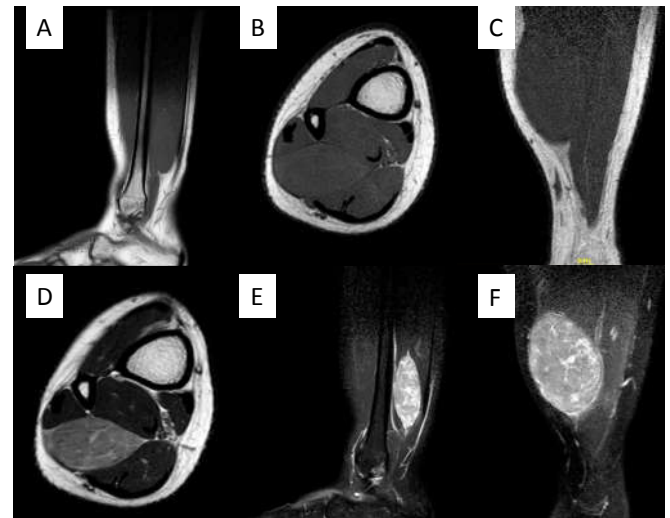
Resonancia magnética de la lesión en secuencia T1 visión coronal (A), sagital (B) y axial (C). Secuencia T2 axial (D), STIR (E) y T1 SPAIR (F).
